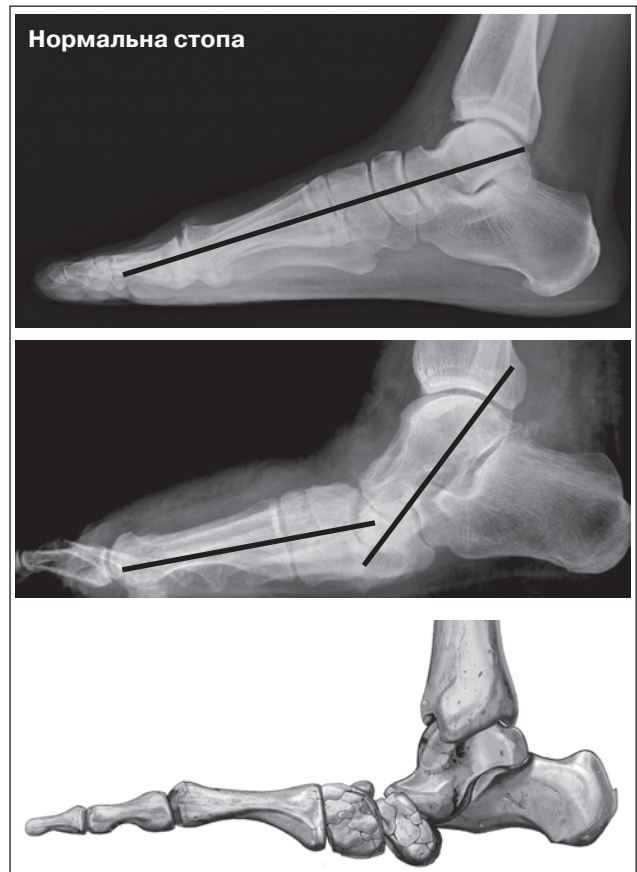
Рентгенологічні прояви діабетичної остеоартропатії
